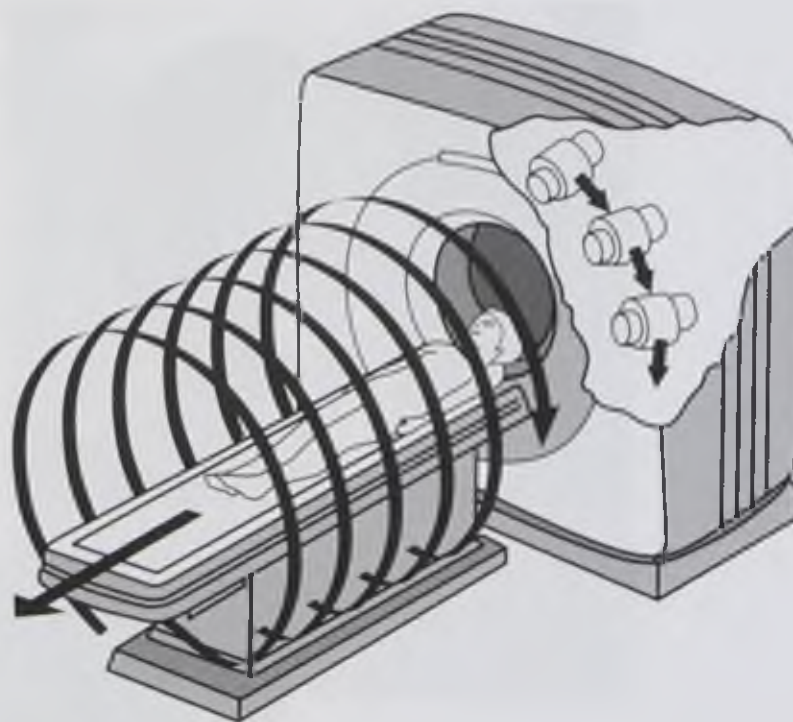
Соотношение движений рентгеновской трубки и стола с пациентом при спиральной технологии сканирования
